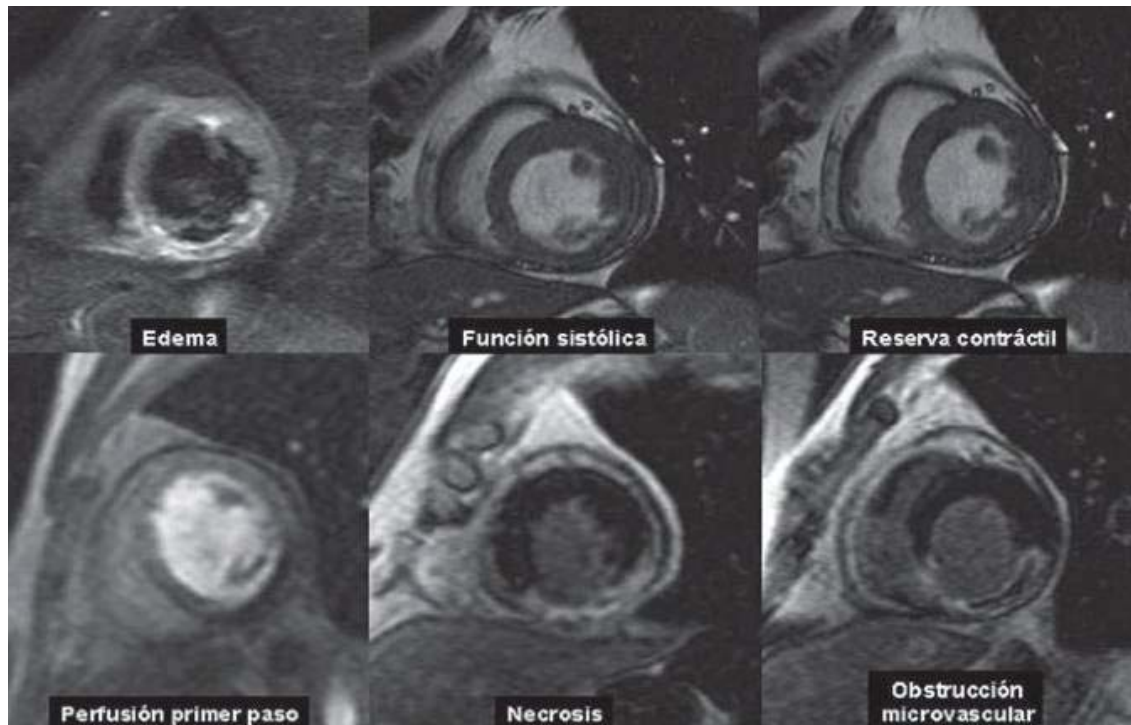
Información que puede obtenerse a través de las diferentes secuencias de resonancia cardíaca en el infarto agudo de miocardio. Ejemplo de pacientes con infarto de localización inferior. Monmeneu JV et al⁷²
